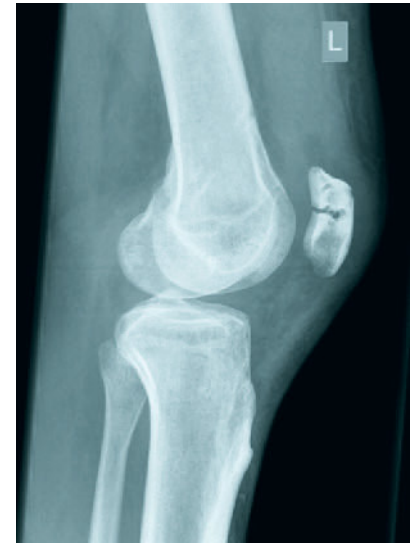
Seitliches Röntgenbild einer Patellaquerfraktur im Verlauf des Bohrkanals bei Z.n. MPFL-Rekonstruktion mittels Gracilis-Doppelbündeltechnik
